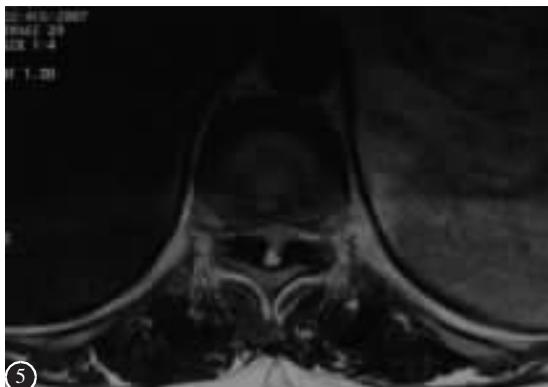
术前 MRI 示黄韧带骨化,骨化黄韧带压迫硬膜囊
